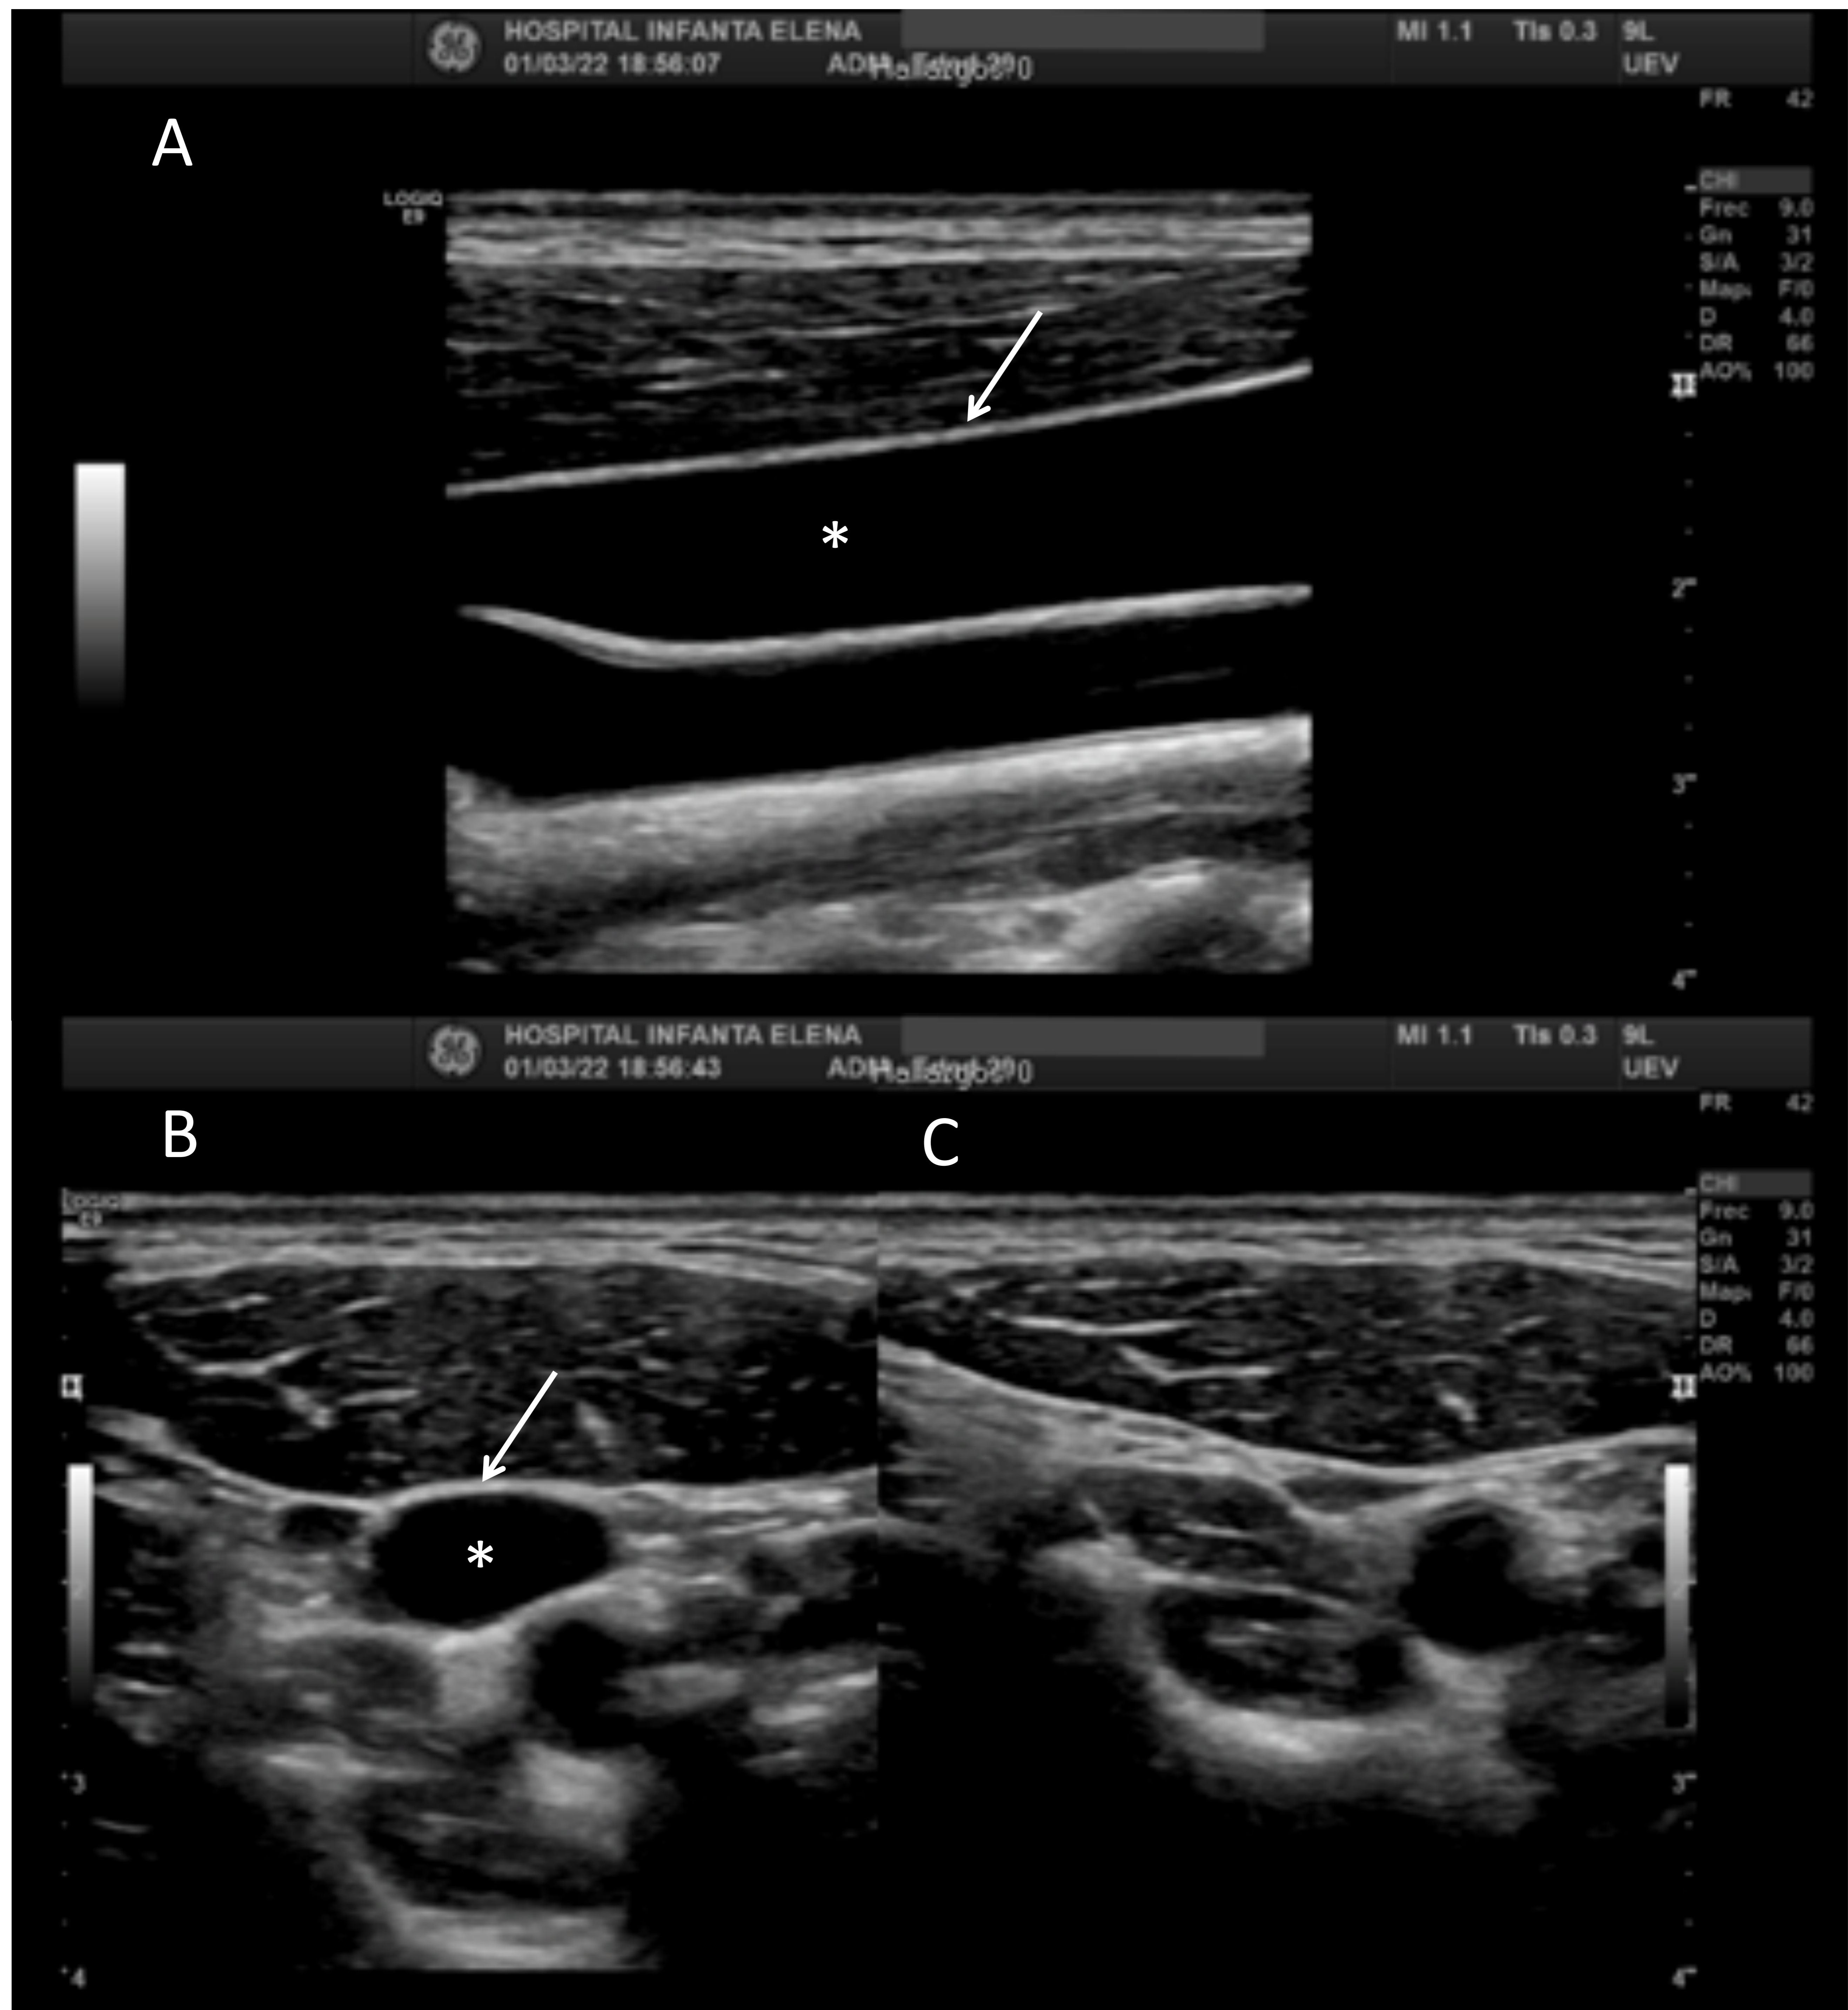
Ecografía en modo B de la vena yugular interna (VIJ) derecha en condiciones normales. A) Corte longitudinal donde se aprecia la luz venosa completamente anecoica (asterisco) y paredes lisas e hiperecogénicas (flecha blanca). B) Mismos hallazgos que en A en un corte axial sin compresión. C) Corte axial en el que se aprecia el colapso total de la vena tras ejercer presión externa con el transductor.
